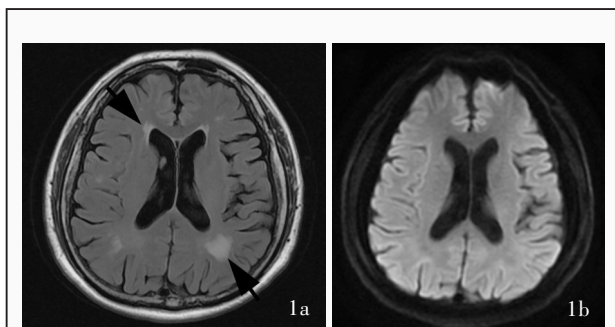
2019 年 1 月头部影像学所见 1a 横断面 FLAIR 成像显示, 双侧侧脑室角周围少量脑白质高信号(箭头所示) 1b 横断面 DWI 未见异常
